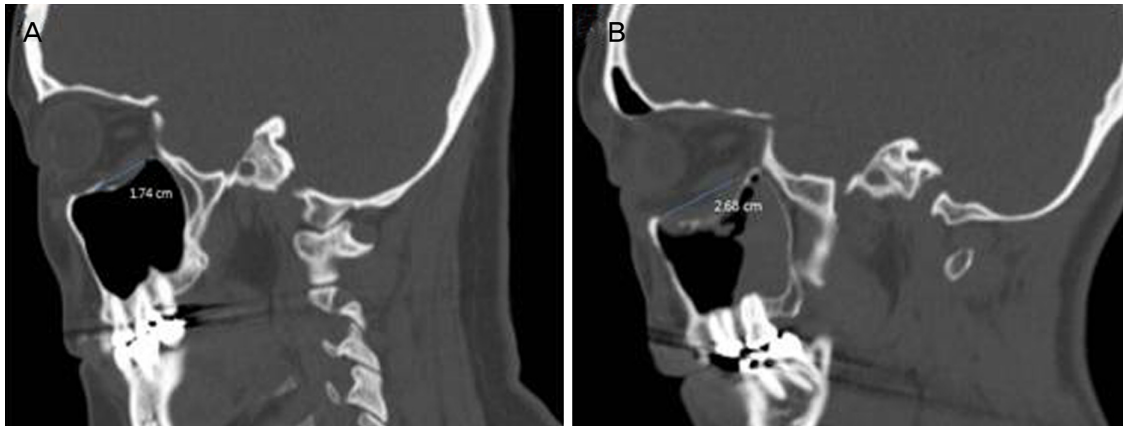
Three-dimensional computed tomography scan of the orbits (sagittal view). (A) Fracture size < 2 cm. (B) Fracture size \geq 2 cm.
